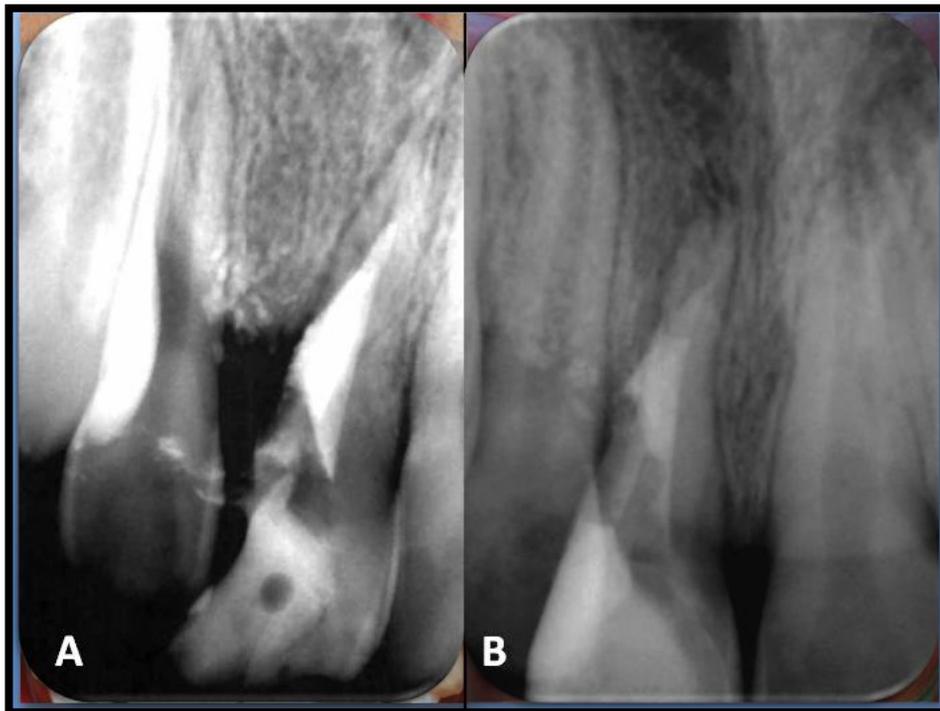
Radiografía de la obturación con MTA. FIG.B: Radiografía de obturación con MTA 3 meses después.
